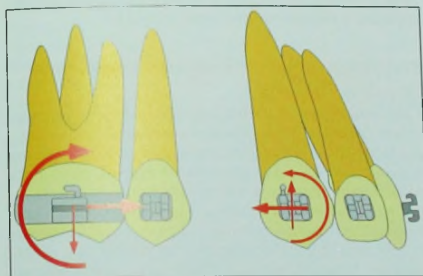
Биомеханическая стратегия закрытия промежутков группы А с использованием дифференциальных моментов. Момент, действующий в боковом отделе (бета-момент), увеличивается по отношению к моменту, действующему во фронтальном отделе (альфа-моменту). Разница в величине моментов способствует уменьшению соотношения момент/сила во фронтальном сегменте и его увеличению в боковом. Из-за разницы в величине альфа- и бета-моментов образуется пара вертикальных сил, направленных на интрузию фронтальных зубов и экстрюзию боковых.
